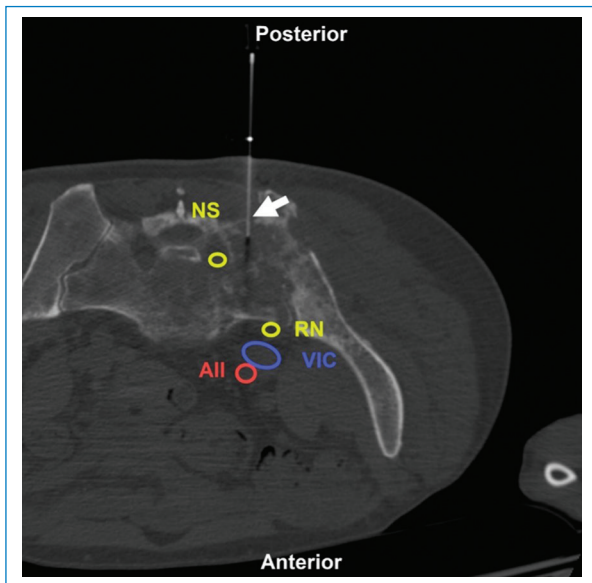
Varón de 73 años en estudio por lesión lítica sacroiliaca izquierda. BP con abordaje directo posterior (flecha) bajo TC. Estructuras a evitar: NS: nervio sacro; RN: raíz nerviosa de L5; VIC: vena iliaca común; AII: arteria iliaca interna. Aguja utilizada: Franseen 20 G. Diagnóstico final: infiltración por carcinoma de pulmón.
